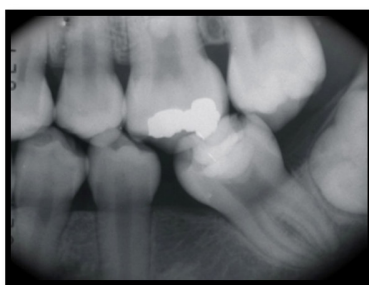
Radiografía aleta de mordida de control, 12 meses después de realizada la técnica de stepwise excavation
